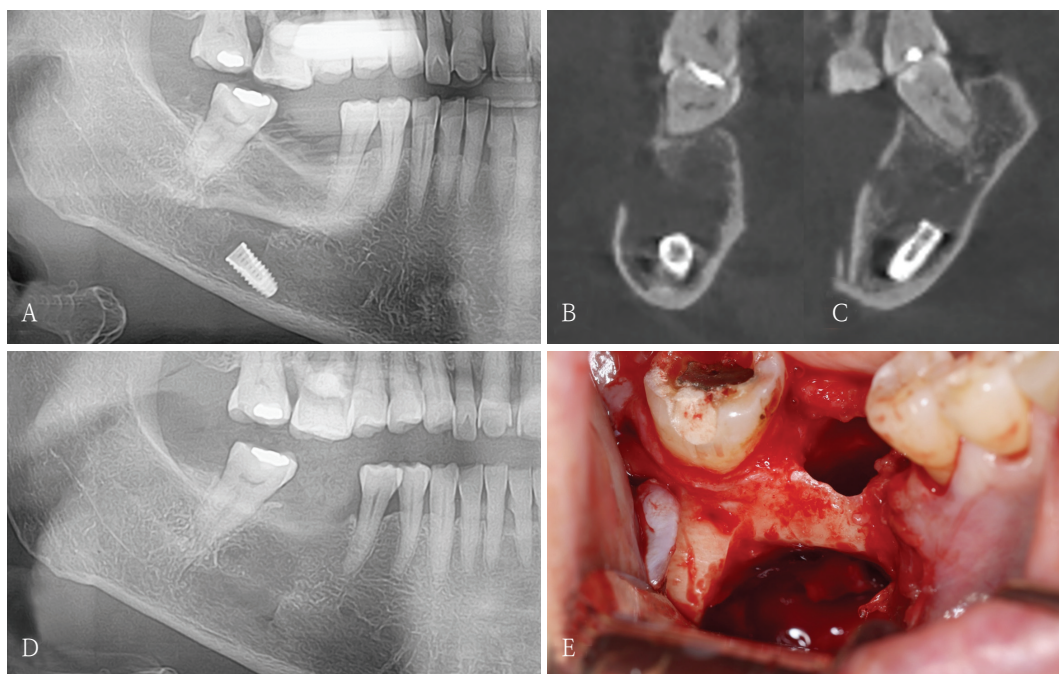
A. Panoramic radiograph shows a displaced implant fixture in the right mandibular first molar region. Coronal (B) and sagittal (C) cone-beam computed tomography images demonstrate the fixture near the inferior border of the mandible with a buccal cortical window from a previous surgical attempt. A relatively extensive low-density radiolucent area with markedly reduced trabecular structure and no cortical expansion is observed in the edentulous posterior mandible. D. Postoperative panoramic radiograph after removal of the displaced implant. E. Intraoperative photograph shows successful retrieval through the buccal cortical window.
